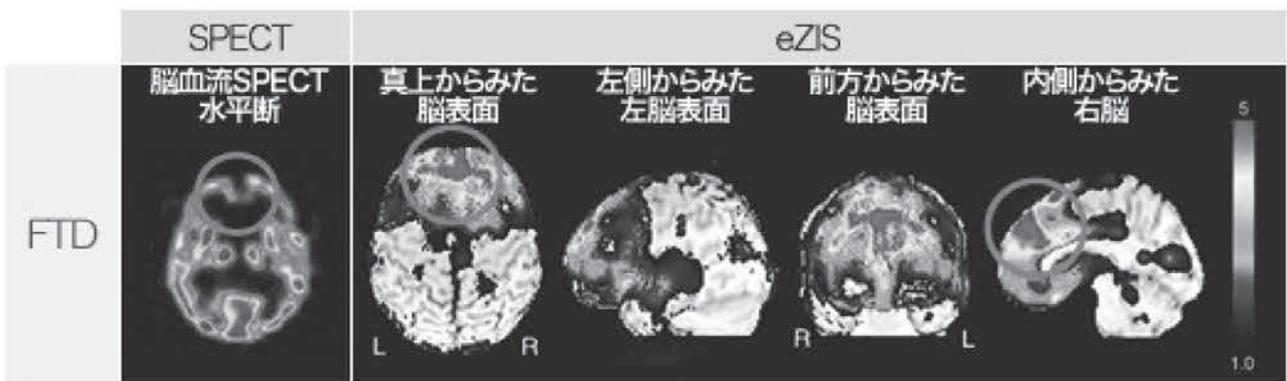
前頭側頭葉型認知症 (FTD) の脳血流 SPECT 画像& eZIS 統計処理画像
